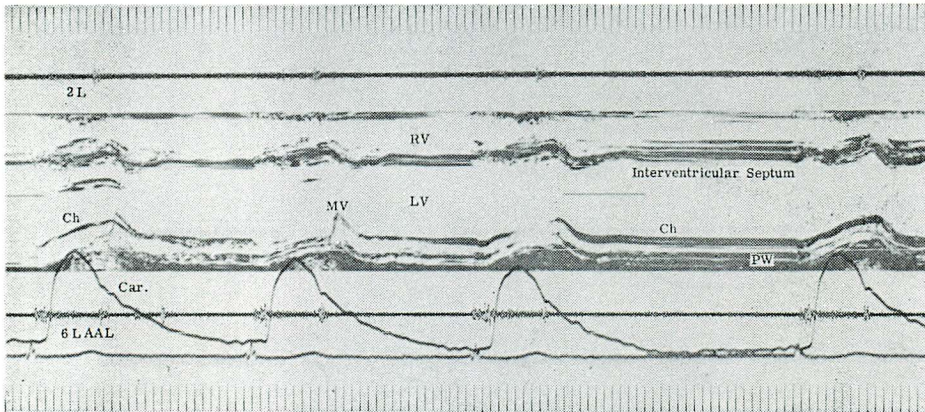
Strip-chart record of the echocardiogram from the 4th "left" sternal margin
